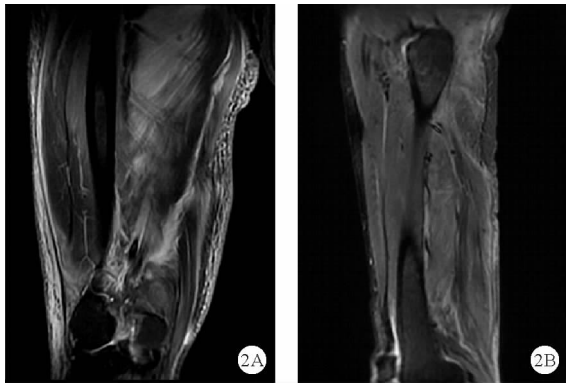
患者右侧大腿 MRI 检查结果(A:术前;B:术后半年)
